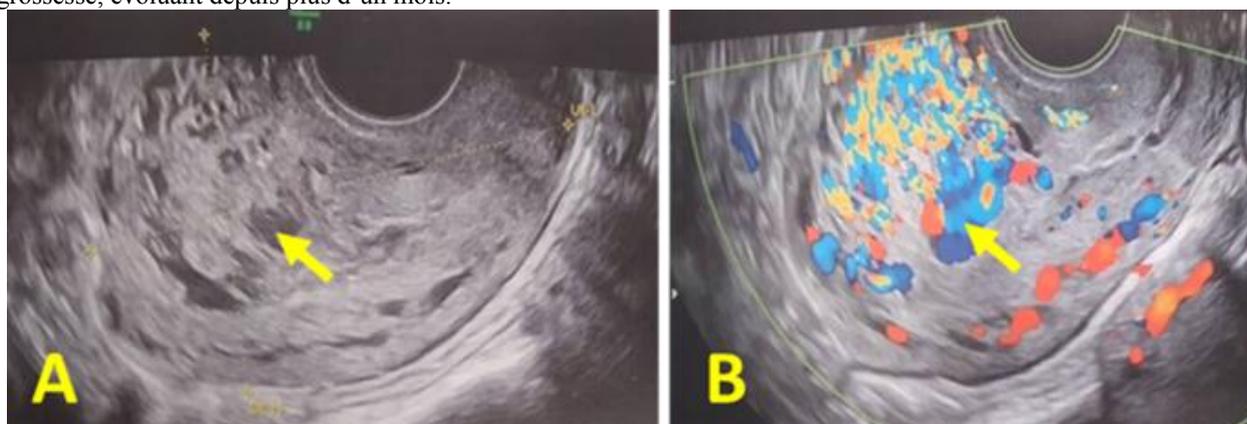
Figure A et B : L'échographie Doppler montre des îlots anéchogènes, confluents, intra-myométriaux (flèche), hypervascularisés au Doppler couleur.
